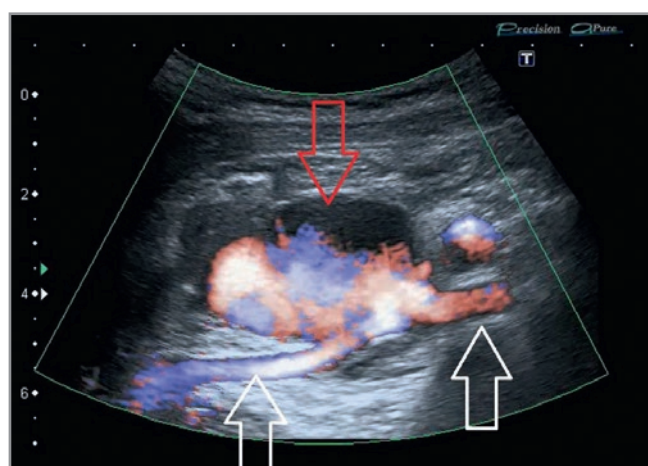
УЗИ подключичной области справа. Красной стрелкой обозначена пульсирующая гематома. Белыми стрелками показана подключичная артерия
